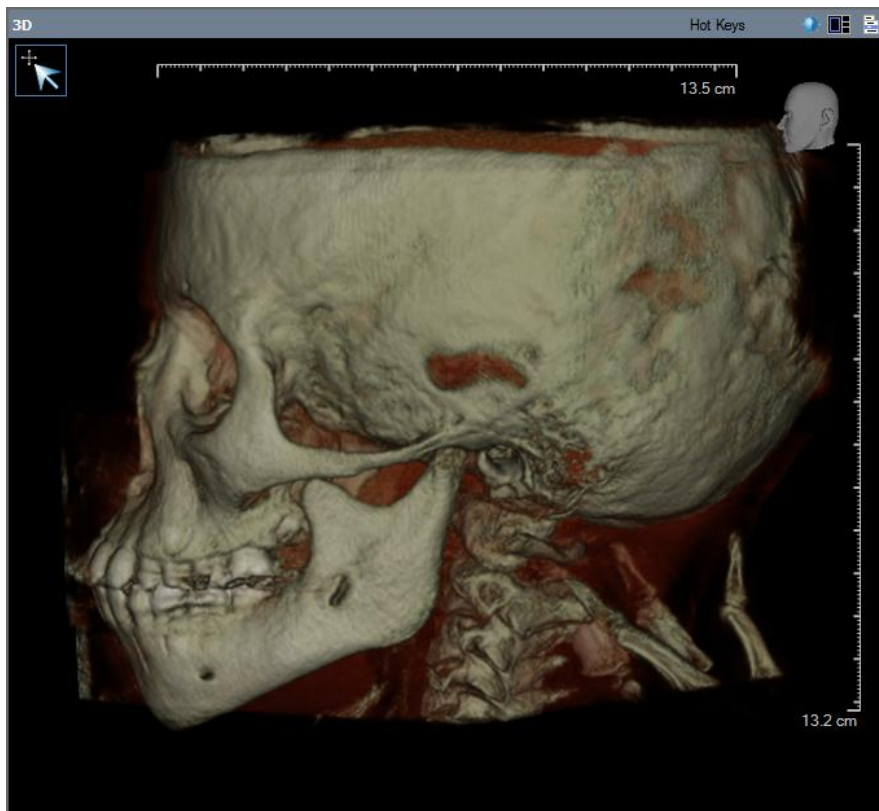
Tomografía en tercera dimensión por CONE BEAM vista lateral izquierda, hay continuidad con el hueso del cóndilo en cavidad glenoidea.<sup>15</sup>
